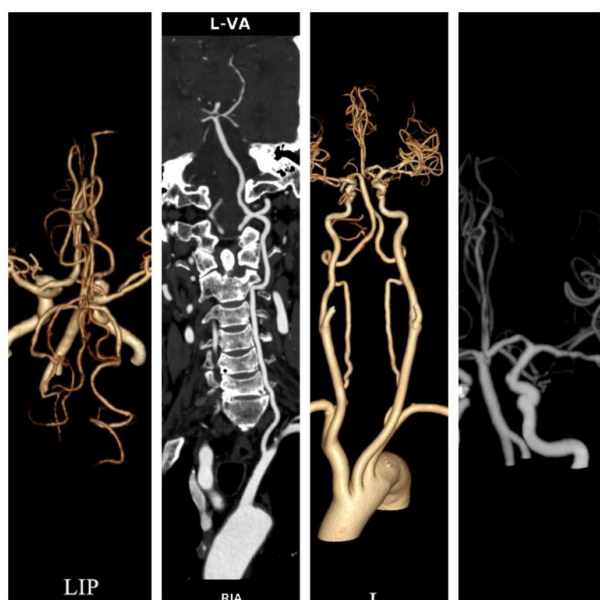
GE Revolution 极低对比剂剂量组 CTA
